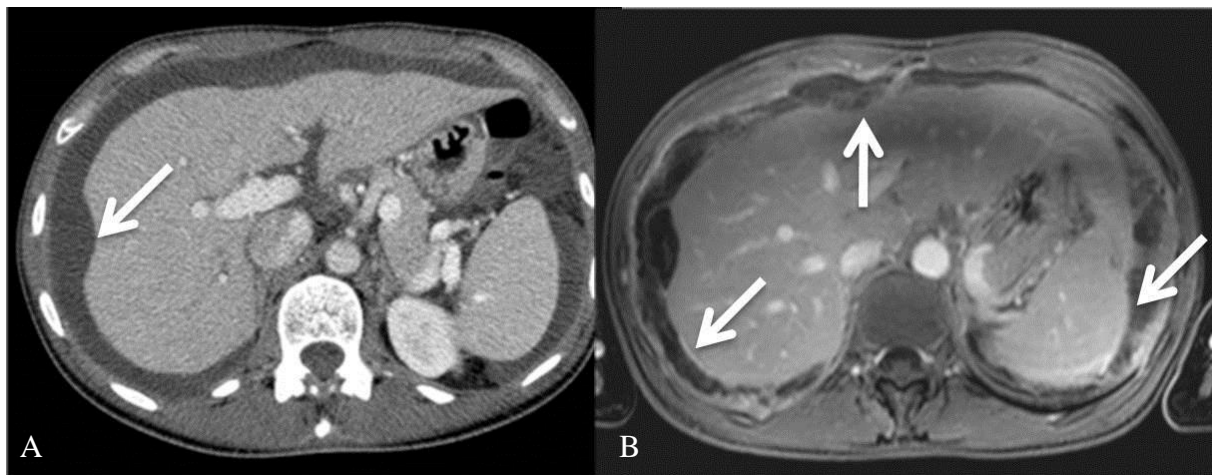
Patient de 54 ans avec PMP de bas grade. A. TDM: ascite avec scalloping focal sans cloison visible. B. En IRM en pondération T1 après injection de chélates de gadolinium. Rehaussement des capsules hépatique et splénique. Le patient a été traité par glissonectomie et splénectomie.
